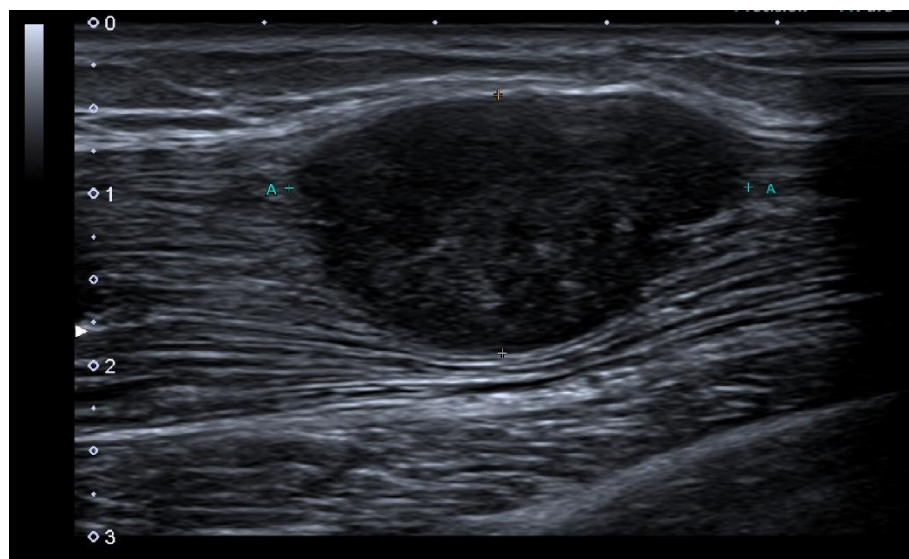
En la ecografía se identifica una masa bien delimitada, hipoeoica respecto al músculo, localizada en el interior de las fibras musculares. (Servicio de Radiodiagnóstico. Complejo Asistencial de Zamora)
